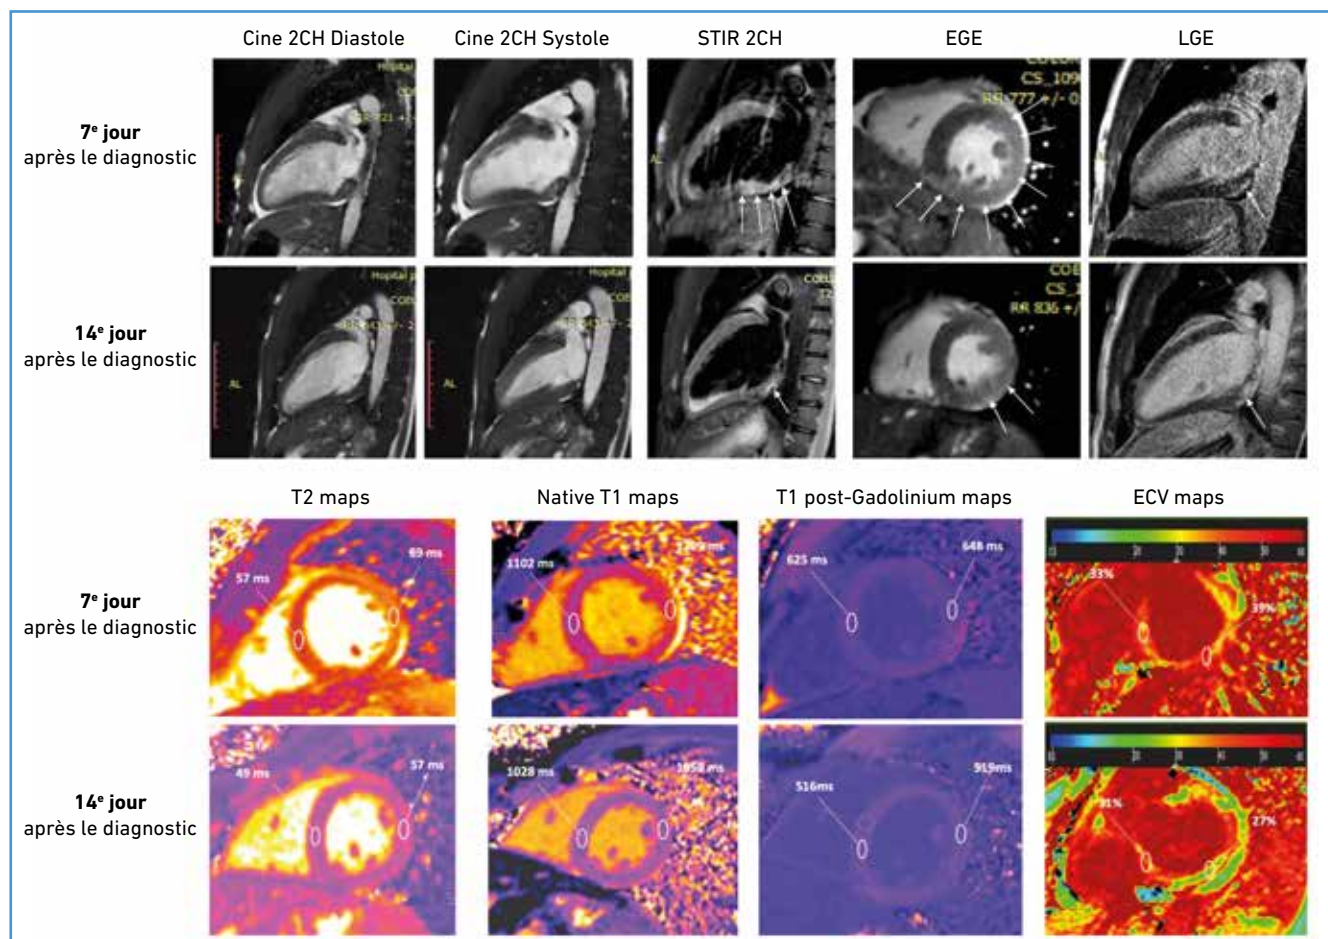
Patient de 18 ans avec myocardite fulminante à COVID-19 compliquée d'une altération sévère de la FEVG (7^e jour, panels du haut) et qui a présenté une récupération complète en 1 semaine (14^e jour, panels du bas) (d'après Garot *et al.* [11]). Sur la première IRM cardiaque réalisée au 7^e jour, on note la présence d'un œdème myocardique visible sur les séquences de rehaussement tardif et de STIR (flèches blanches, panel du haut), associée à une augmentation du T1 mapping natif et du volume extracellulaire (ECV). Lors de la seconde IRM réalisée au 14^e jour, on décrit une diminution importante de l'ensemble des signes IRM d'activité de la myocardite (régression de l'œdème en STIR, mais persistance du rehaussement tardif) avec une normalisation de la FEVG.
